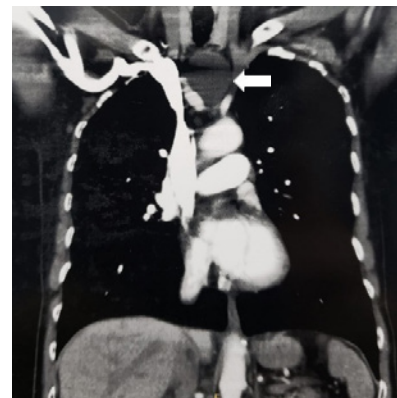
TOMOGRAFIA MOSTRANDO CISTO (SETA BRANCA) DESVIANDO A TRAQUEIA PARA DIREITA.
